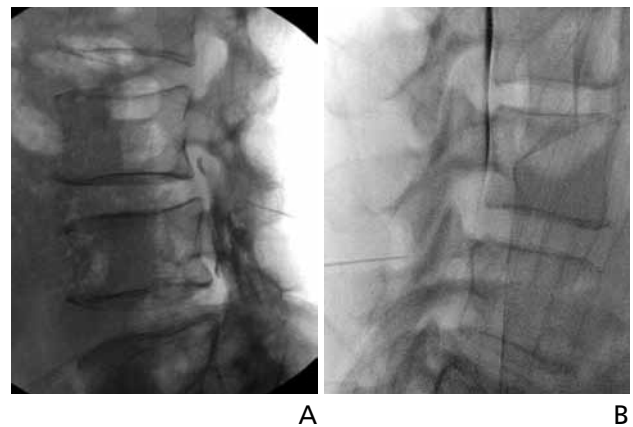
Lumbar interlaminar epidural steroid injection. (A) Lateral radiograph after contrast injection shows needle tip crossing the posterior edge of the facet joint and contrast dispersion in the posterior epidural space. (B) Dural puncture. Contrast layering on the ventral margin of the thecal sac showing entry of the needle into the thecal sac. The procedure should be terminated at this level.
